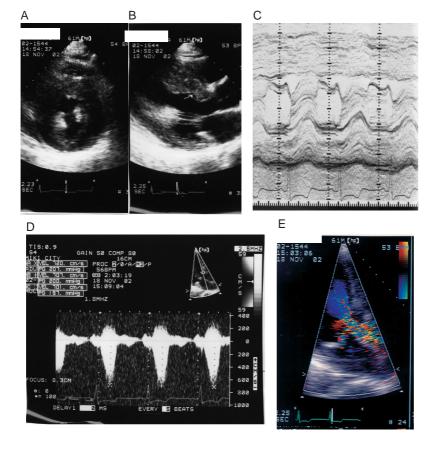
Echocardiograms before the second PTSMA
